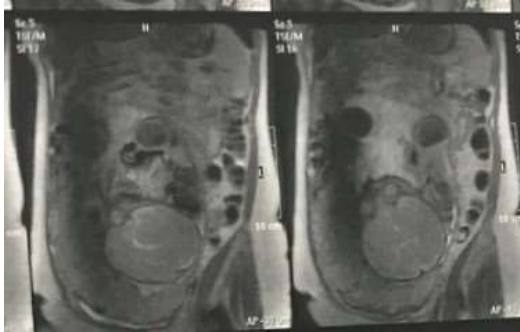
Ressonância Magnética fetal (arquivo pessoal).
